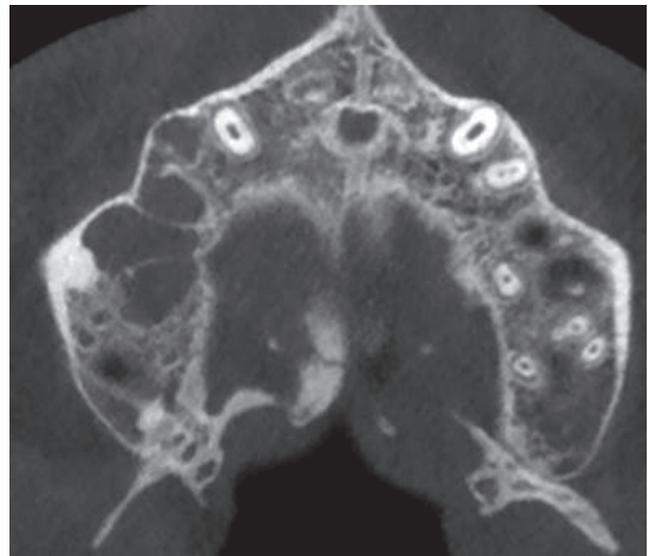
Myxome odontogénique. CBCT axiale maxillaire : lésion multigéodique aux parois confluentes.
